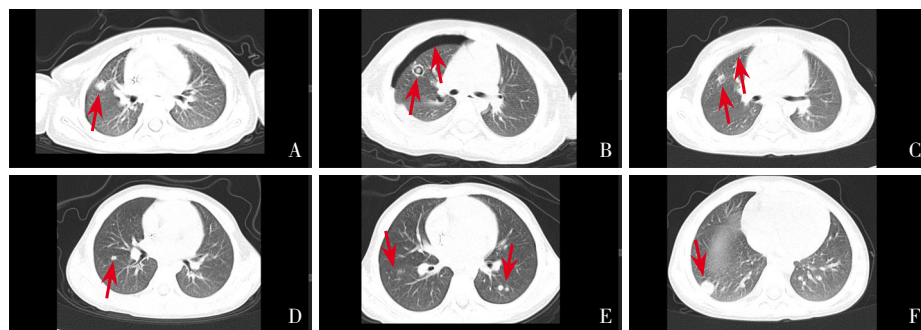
CDC 患儿的肺部 CT A: (例 8, 病程 2 周) 双肺多发结节影, 可见胸膜下致密结节; B: (例 8, 病程 4 周) 原结节部位变为空洞, 并出现气胸; C: (例 8, 病程 6 周) 空洞及气胸基本吸收; D: (例 15, 病程 4 周) 双肺散在淡薄片影、结节影及条片影, 右肺可见一阳性结节; E: (例 21, 病程 2 周) 双肺多发散在结节; F: (例 30, 病程 4 周) 右肺斑片状影, 右肺下叶可见胸膜下致密结节。箭头示病灶处。
